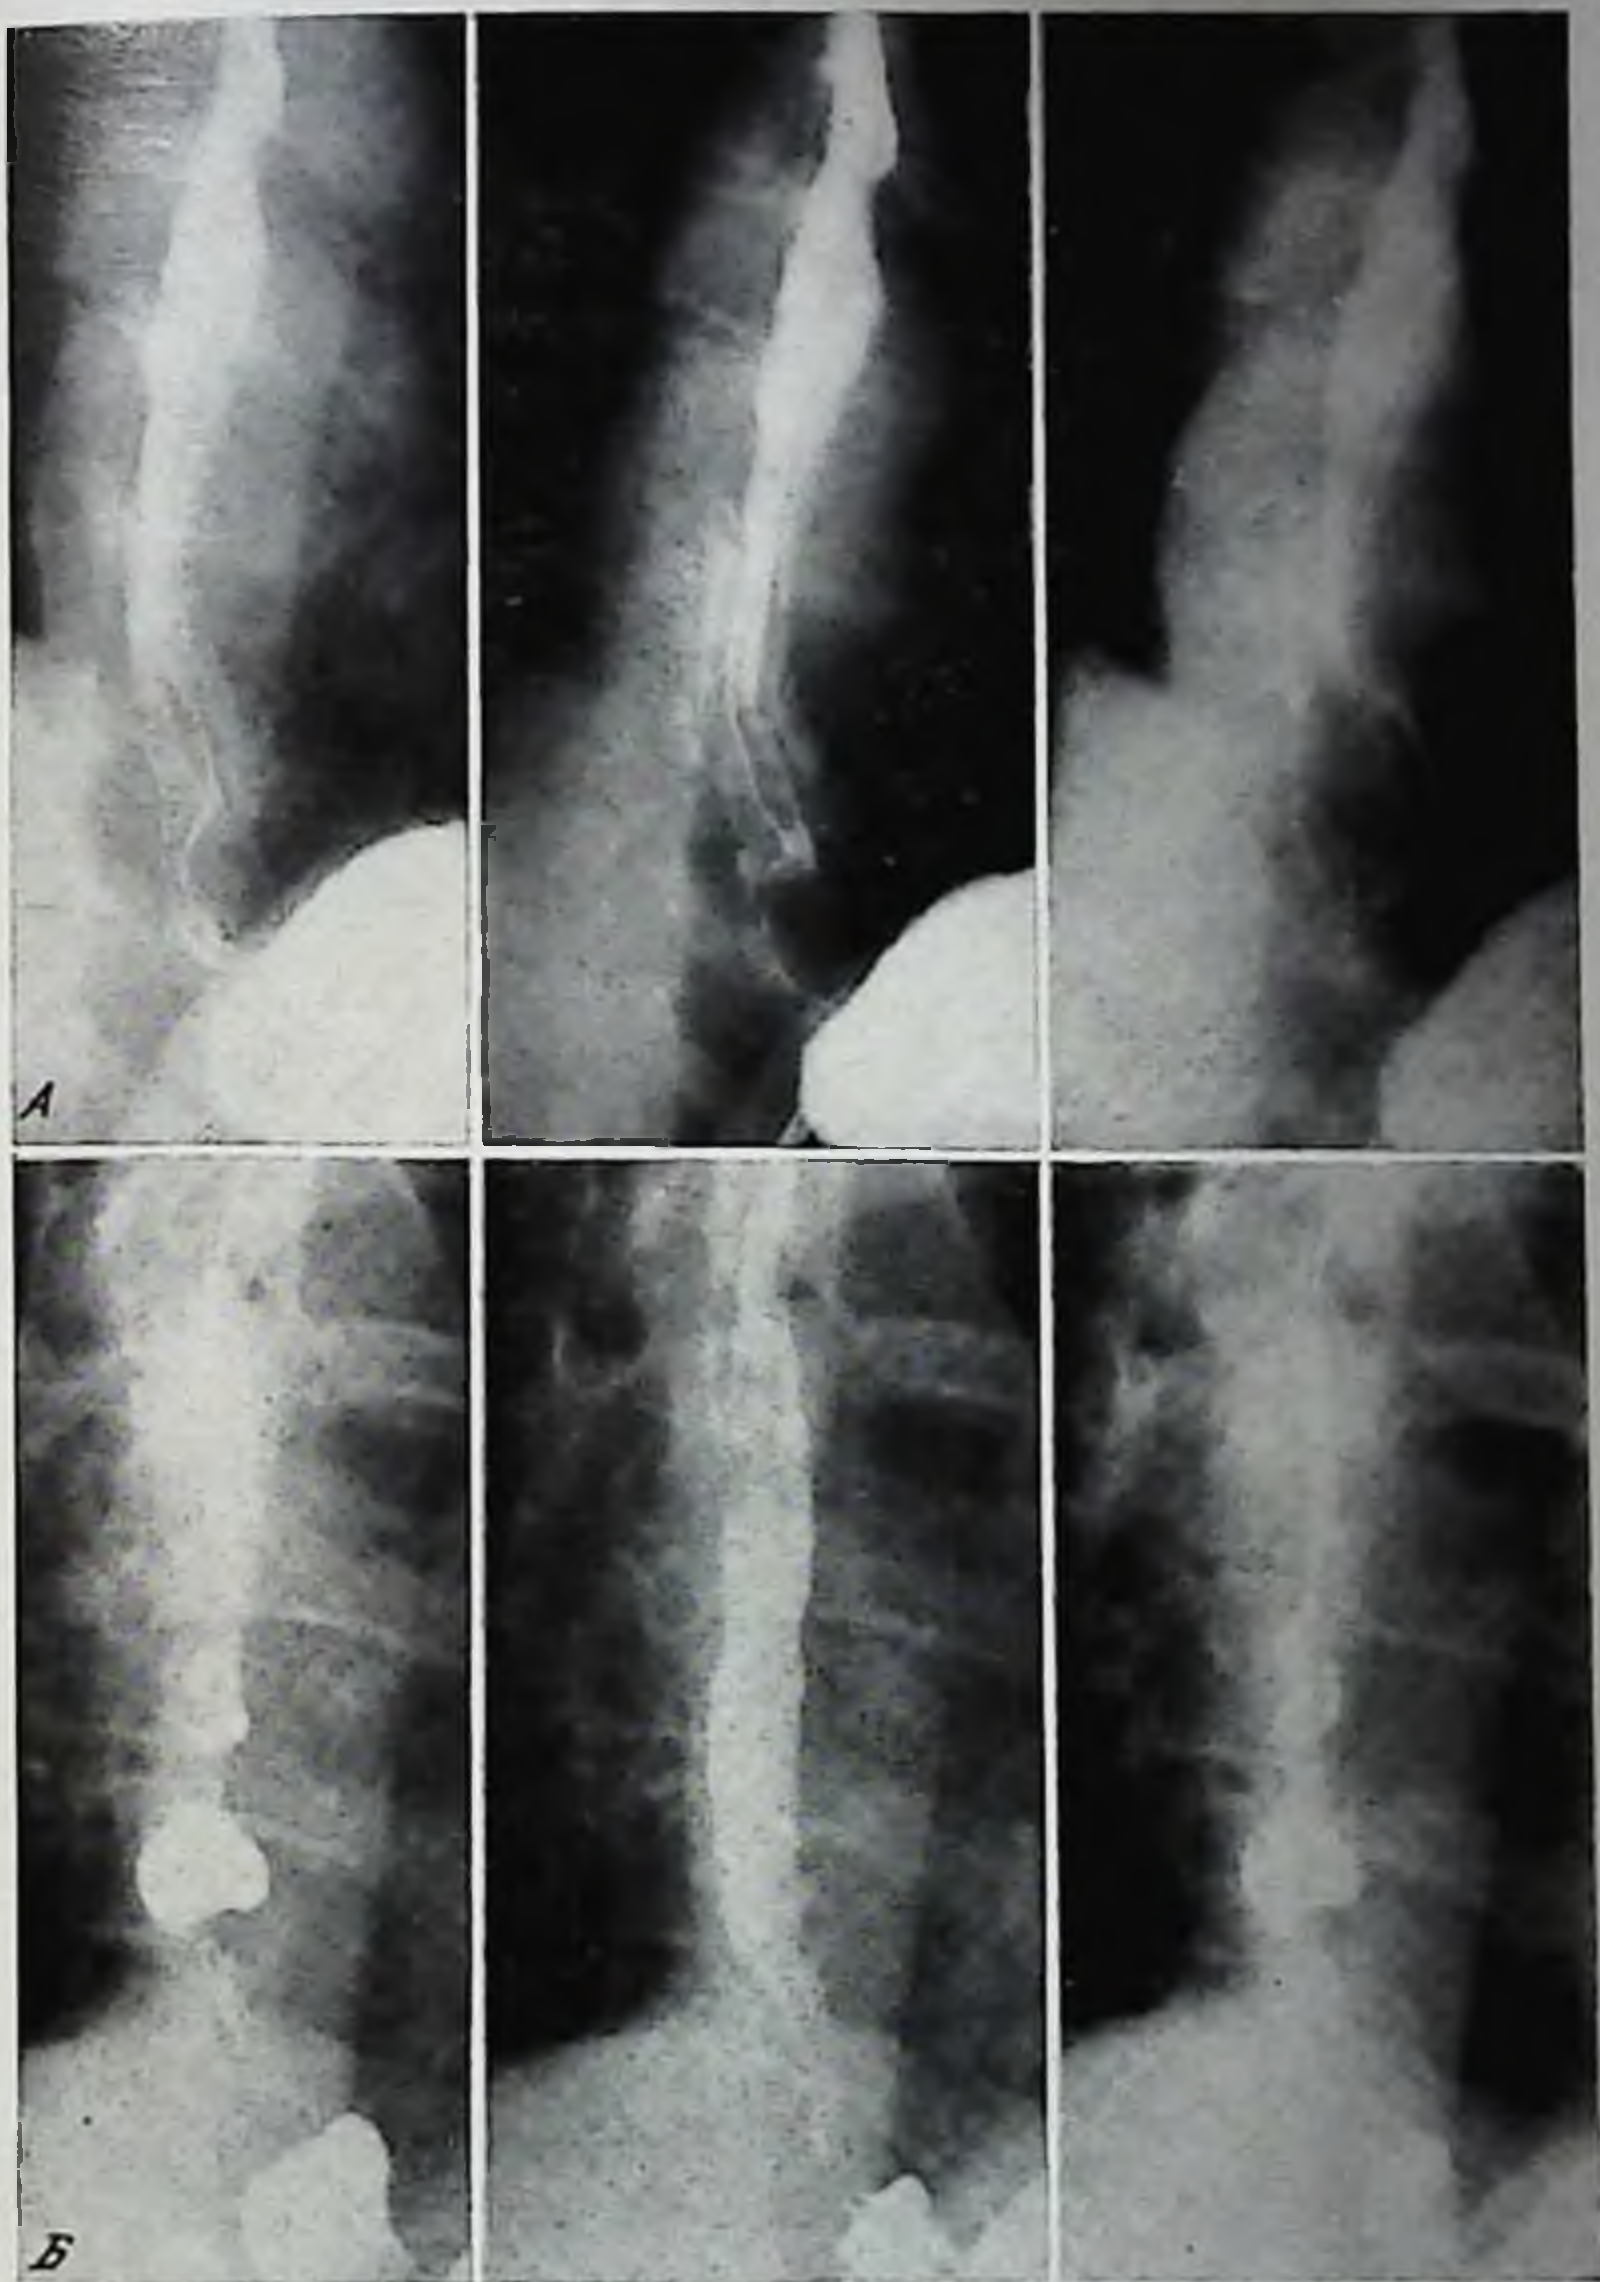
Рентгенограммы пищевода больного Ш.
